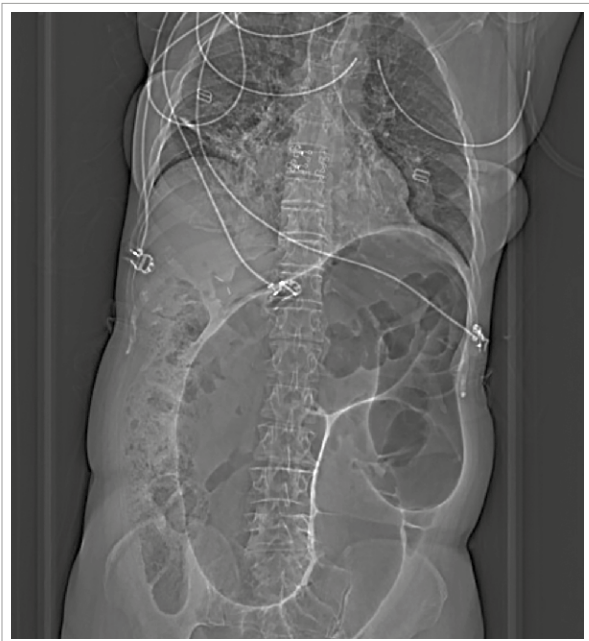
Radiografía de abdomen. Mujer de 61 años con ACV secuelado, dependencia severa en ABVD, con megacolon no estudiado. Ingresó a SU por cuadro de volvulación colónica que se devolvuló endoscópicamente. Se opera en forma diferida.
